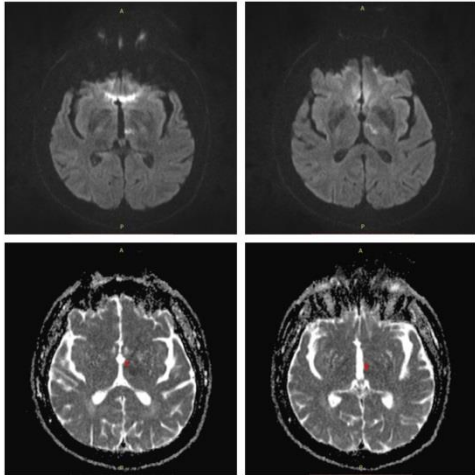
IRM cerebral, secțiune axială, DWI+ ADC– leziuni în hipersemnal DWI și corespondent hiposemnal ADC la nivel talamic drept (punctul rosu)
